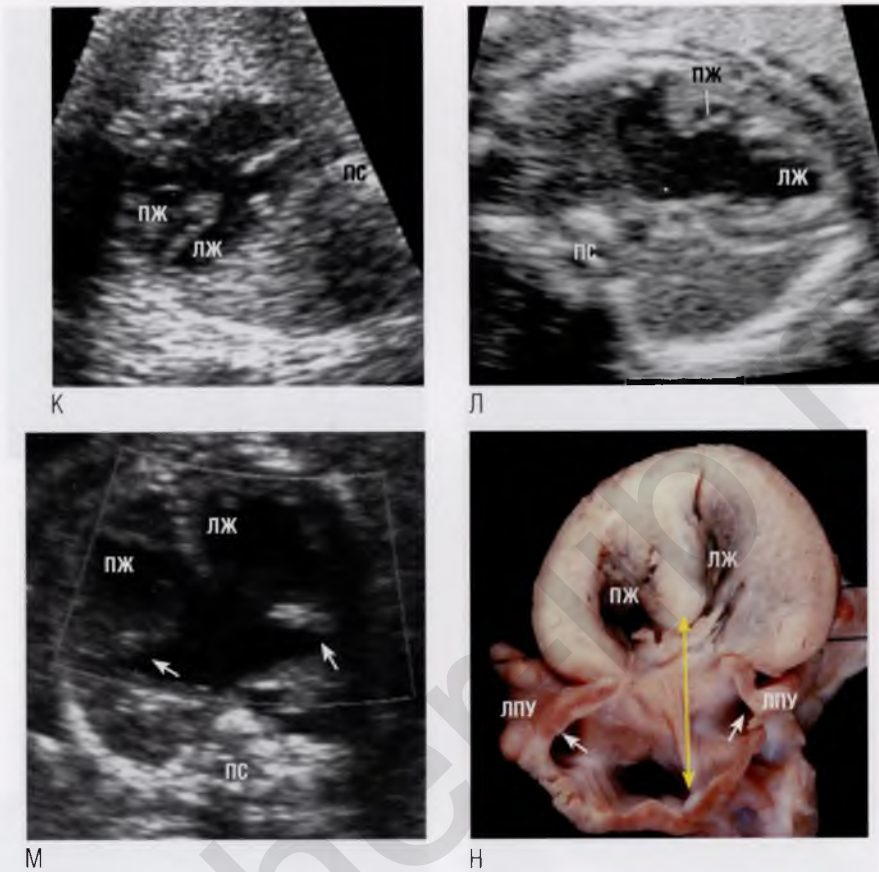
продолжение (К, Л) На обоих изображениях показан дефект предсердно-желудочковой перегородки с общим атрио-вентрикулярным клапаном, открытым в фазу диастолы. На (К) левые отделы сердца меньше правых из-за сопутствующей коарктации аорты. На (Л) правый желудочек (ПЖ) гипоплазирован, и общий атриоventрикулярный клапан дренирует кровь в основном в левый желудочек (ЛЖ). В контексте дефекта предсердно-желудочковой перегородки это пример диспропорции желудочков. (М) Сердце увеличено, имеет дефект предсердно-желудочковой перегородки и расположено в грудной клетке неправильно. Оба предсердных ушка (стрелки) заостренные и имеют узкие соединения с предсердиями, т.е. морфологически левые, что указывает на левый изомеризм предсердных ушек. В нормально сформированном сердце предсердные ушки имеют различную морфологию: правое предсердное ушко более тупое и имеет широкое соединение с предсердием, левое предсердное ушко (ЛПУ) – заостренное, с узким соединением с предсердием. (Н) Анатомический препарат сердца расположен соответственно эхокардиограмме на (М). Оба предсердных ушка (белые стрелки) морфологически левые (левый изомеризм предсердных ушек). Присутствуют значительный дефект предсердно-желудочковой перегородки (двухсторонняя стрелка) и незначительная гипертрофия стенок желудочков на фоне полной атриоventрикулярной блокады, которая нередко наблюдается при левом изомеризме предсердных ушек. ▶
